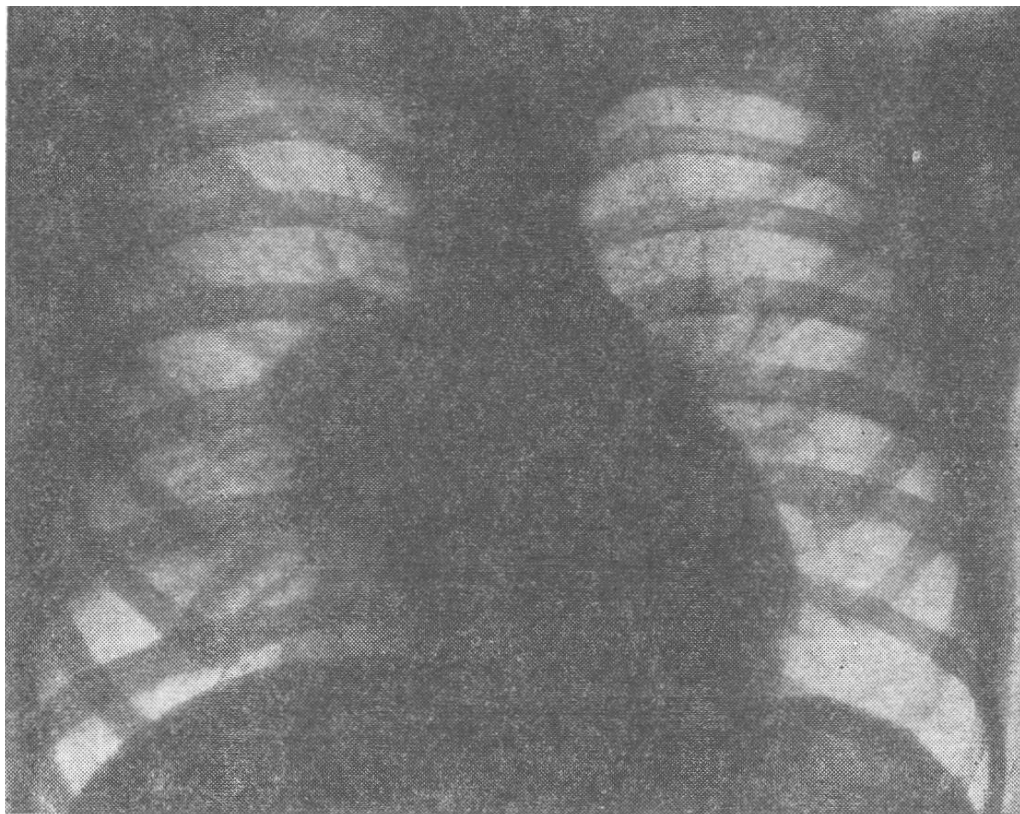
Туморозный бронхоаденит правосторонний. Рентгенограмма.
